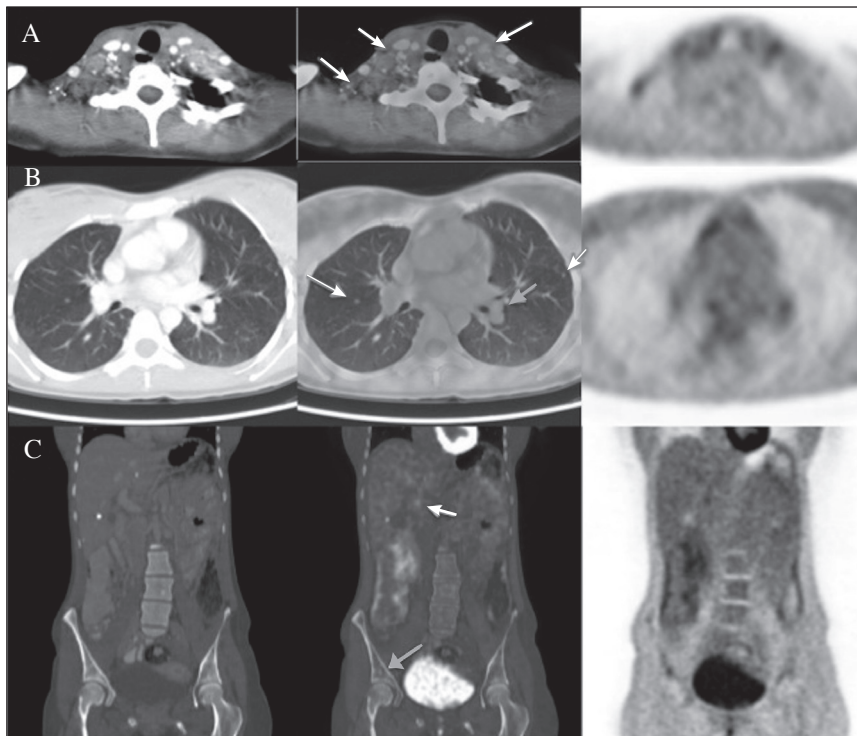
Mujer de 18 años con MEN de tipo 2b portadora de mutación de novo (M918T en exón 16). CMT estadio IV con afectación ganglionar cervical, pulmonar, hepática y ósea. Feocromocitoma suprarrenal izquierdo intervenido y megacolon congénito secundario a ganglioneuromatosis intestinal, tratado con colectomía parcial. Ct al diagnóstico de 14 130 pg/ml y CEA de 74,5 ng/ml. Inició tratamiento con sunitinib, posteriormente, tiroidectomía total más linfadenectomía VI bilateral y continuó con sunitinib, con ligero descenso de la Ct y el CEA (13 140 pg/ml y 59 ng/ml, respectivamente). En PET-TC se apreció muy leve captación de  $^{18}\text{F}$ -FDG en algunas adenopatías cervicales (A, flechas blancas), hiliares (B, flecha gris), y en hilio hepático (C, flecha blanca), en lesión ósea en iliaco derecho (C, flecha gris). Micronódulos pulmonares bilaterales sin captación de FDG (B, flechas blancas).
